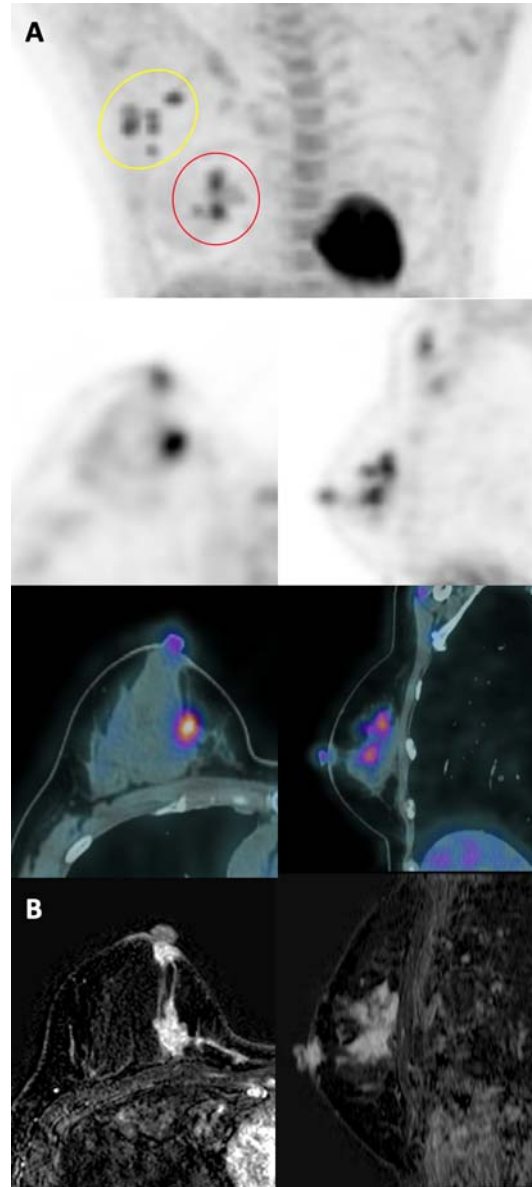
Exemplo de caso de carcinoma multicêntrico. PET-CT (A) com protocolo para mama (imagens coronal, axial e sagital) demonstrou múltiplos focos de hipermetabolismo na mama (círculo vermelho) e axila (círculo amarelo) direitas. RM das mamas (B) (axial e sagital) confirmando achados do PET-CT.
